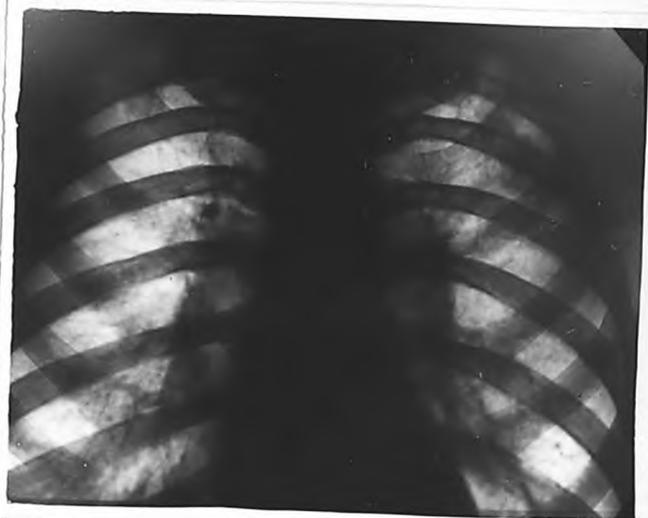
Рентгенограмма 6-го П. Через 9 лет от выявления заболевания /описание в тексте/.
